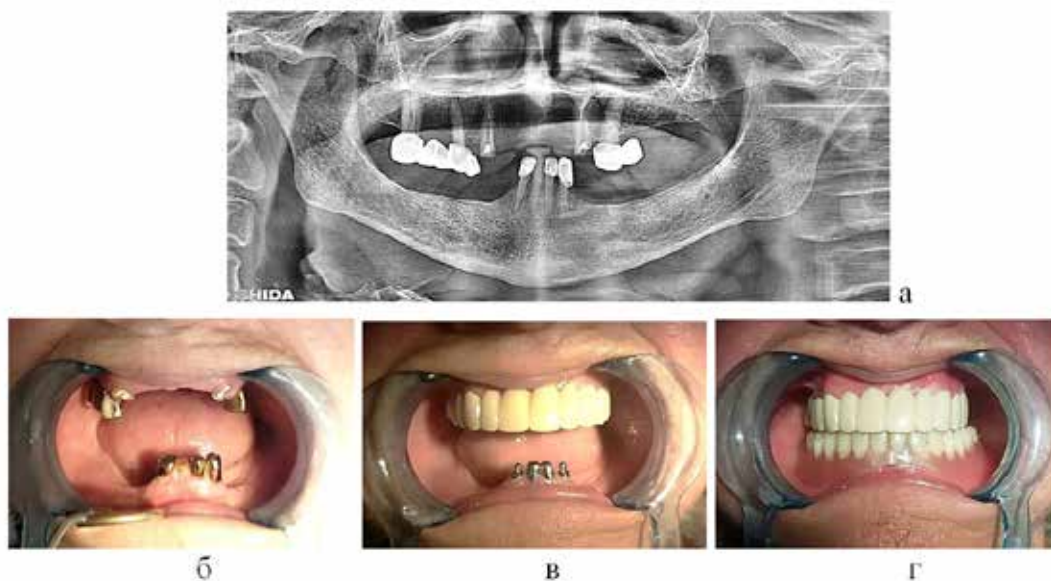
Ортопантомограма і стан зубних рядів у процесі обстеження та лікування пацієнтки Б. (76 р.).
